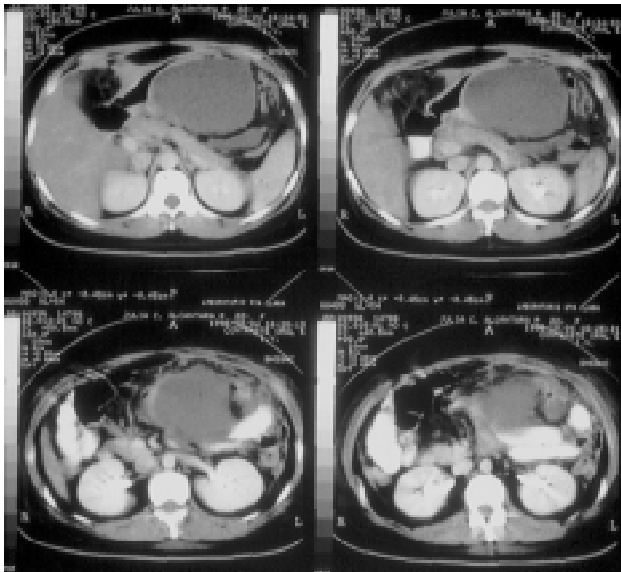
La tomografía computada abdominal identificó una colección situada en el hipocondrio izquierdo de 150 mm y otra en la corredera paritocólica izquierda.
